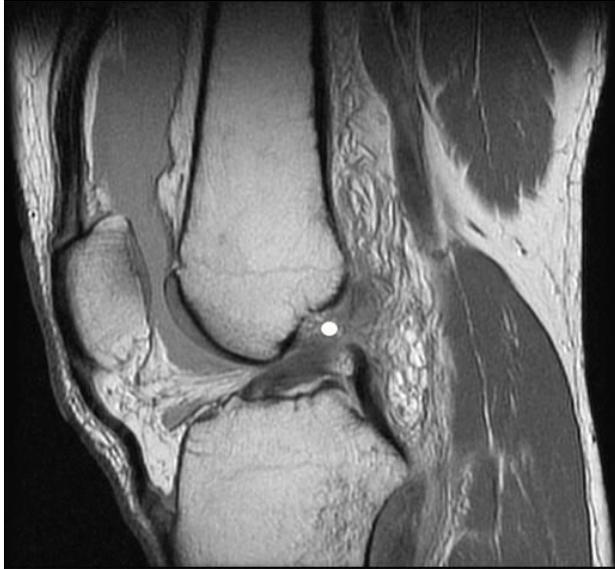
Magnetresonanztomographie (Kernspintomographie) eines vorderen Kreuzbandrisses (mit weißem Punkt markiert)
